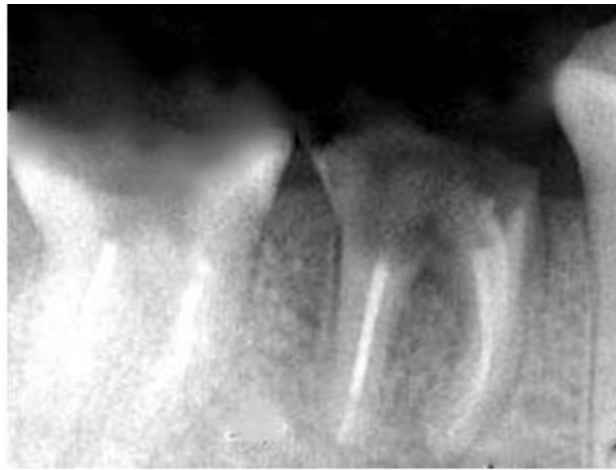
Radiografía diagnóstica. Muestra preservación endoperiodontal, tratamientos endodónticos correctos y adecuada morfología radicular de ambos molares (36 y 37), con conductos rectos de luz amplia en sus dos tercios coronoapicales, y suficiente tejido coronal.
